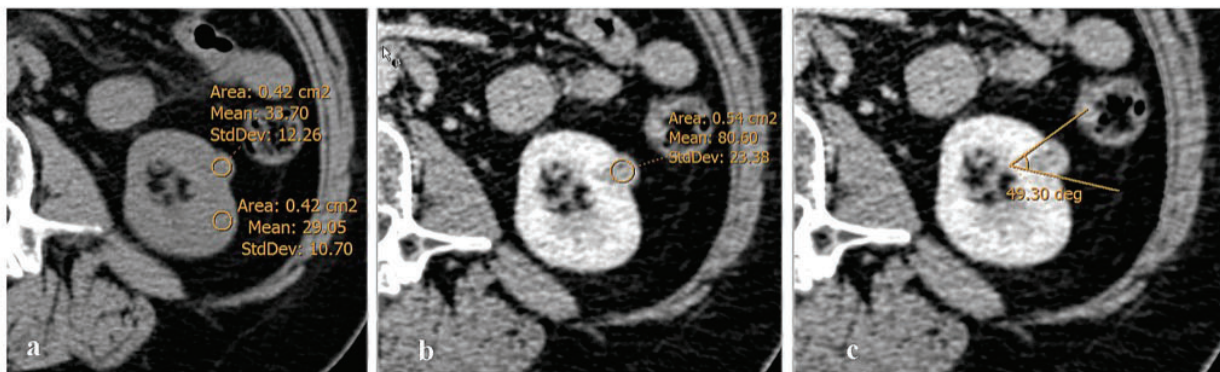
fp-AML. a Axial unenhanced CT image depicts partially exophytic mass in the left kidney in a female patient. ROIs placed in the mass and renal parenchyma demonstrate that the mass is slightly hyperdense in comparison to the normal parenchyma. b and c CT axial images in the venous phase show the measurement of venous
